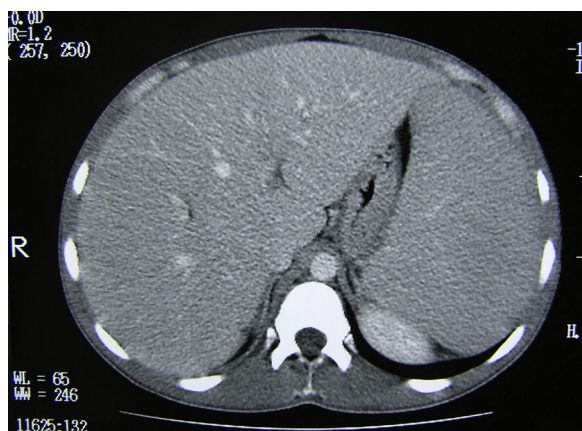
Imagen TAC abdominal: se objetiva una muy importante hepatoesplenomegalia sin lesiones ocupantes de espacio.
